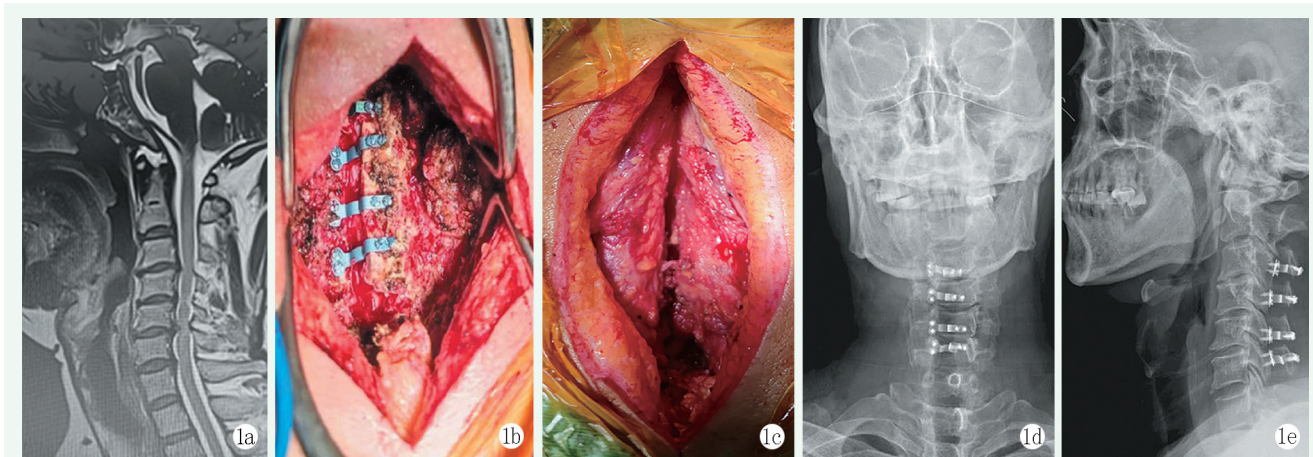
患者, 男, 54 岁, 脊髓型颈椎病, 行超声骨刀棘突切除改良颈椎单开门椎板成形 1a: 术前 MRI 显示 C_{3/4}, C_{4/5}, C_{5/6}, C_{6/7} 椎间盘突出, 相应节段椎管狭窄 1b: 术中超声骨刀切除棘突后, 见椎板开放维持稳定, 椎骨后侧平整, 双侧大致对称 1c: 术中放松牵引器, 见双侧肌肉自然对合, 不易形成死腔 1d, 1e: 术后 3 d 正侧位 X 线片示颈椎曲度好, 内固定位置满意, 椎板持续于张开位
